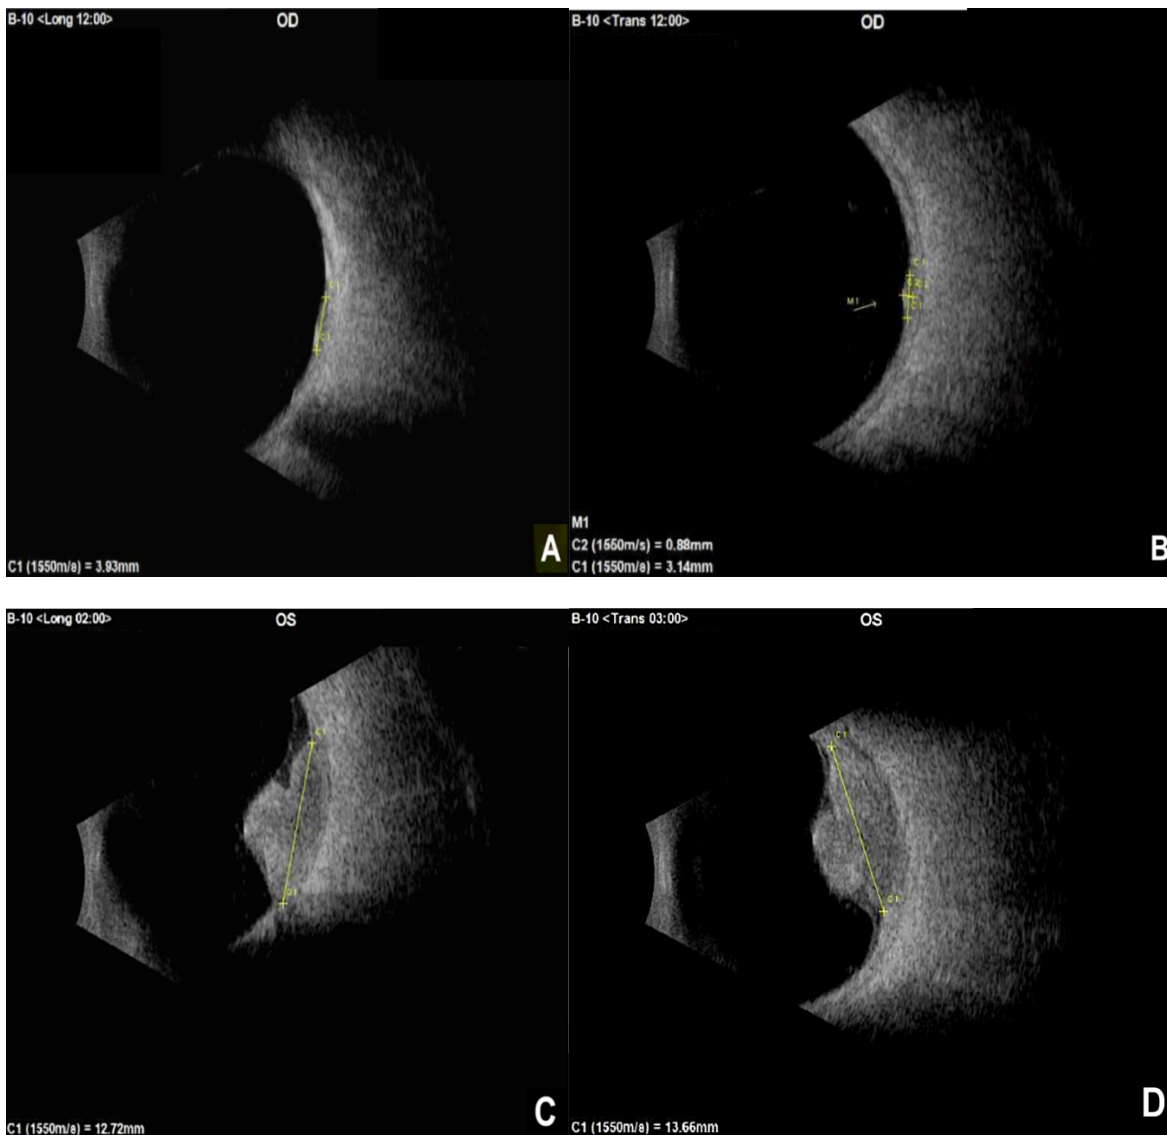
(A-B) Ecografía B longitudinal y transversal del ojo derecho que muestra una lesión coroidea en forma de cúpula poscuatorial en M12 con una base de 3,93 mm x 3,14 mm y una altura de 0,88 mm de aspecto homogéneo, sin atenuación posterior (C-D) La ecografía B longitudinal y transversal del ojo izquierdo muestra una lesión coroidea en forma de hongo en el cuadrante temporal superior (de m1 a m3), de superficie regular, 12,72 mm x 13,66 mm de base y 7,01 mm de altura, de contenido heterogéneo sin atenuación posterior
